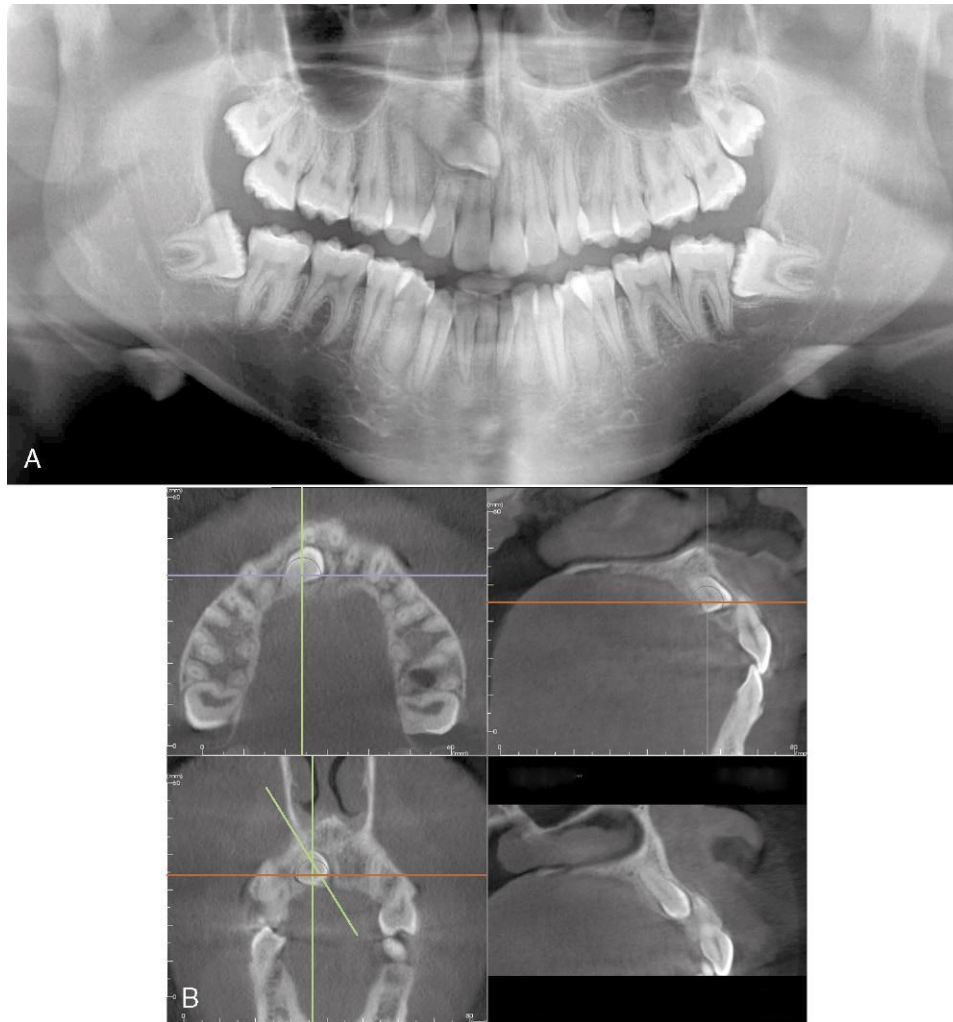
Canino superior impactado, visto en una radiografía panorámica (A) y en cortes de TCHC en distintos planos del espacio (B). (Para tener una imagen tridimensional general de un caso parecido, v. fig. 6-57.) En una radiografía panorámica es imposible evaluar el grado de reabsorción radicular de los incisivos centrales bilaterales, y es difícil determinar si el canino ocupa una posición vestibular o lingual respecto de los incisivos. En los cortes de TCHC se aprecia que la raíz del incisivo lateral está dañada pero la del incisivo central está intacta, aunque muy cerca de la corona del canino, y este se encuentra en el lado palatino. Esta información obliga a modificar el plan de tratamiento que se habría elaborado si la radiografía panorámica se hubiese acompañado de radiografías periapicales que nos indicaran la posición palatina del canino, pero no los detalles de su relación con los demás dientes: es importante que el ortodoncista mueva primero el canino en sentido palatino, alejándolo de los incisivos, antes de empezar a bajarlo hacia el plano oclusal. De no ser así, es casi seguro que la raíz del incisivo central resultará dañada al mover el canino.
